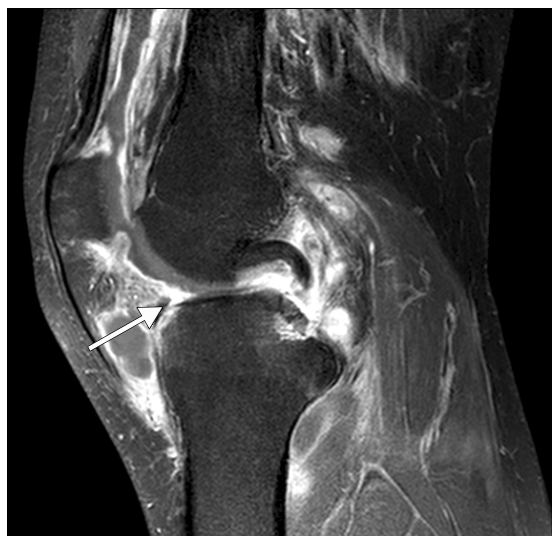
Sagittal T1-weighted enhanced fat-suppressed magnetic resonance image shows synovial thickening with well enhancement and effusion (arrow) in left knee joint; and poorly defined bone marrow signal change in medial femoral condyle and tibial plateau. These findings are consistent with septic arthritis with osteomyelitis.
